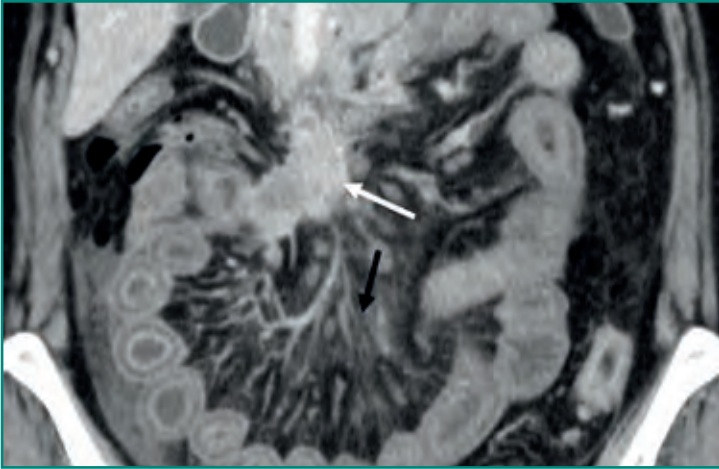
TC abdominal que demuestra un tumor carcinoide intestinal (flecha blanca) y una marcada reacción desmoplásica (flecha negra) y engrosamiento de asas intestinales.
